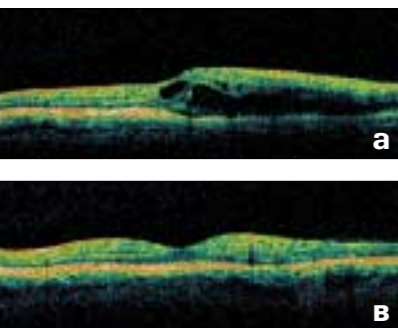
Данные оптической когерентной томографии пациента с тромбозом в/височной ветви с вторичным макулярным отеком: а) до лечения; б) через 1 мес. после лечения; в) через 6 мес. после лечения
